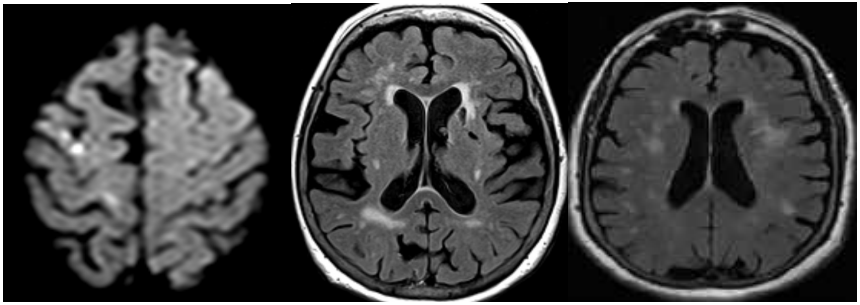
МРТ головного мозку пацієнтки М.
